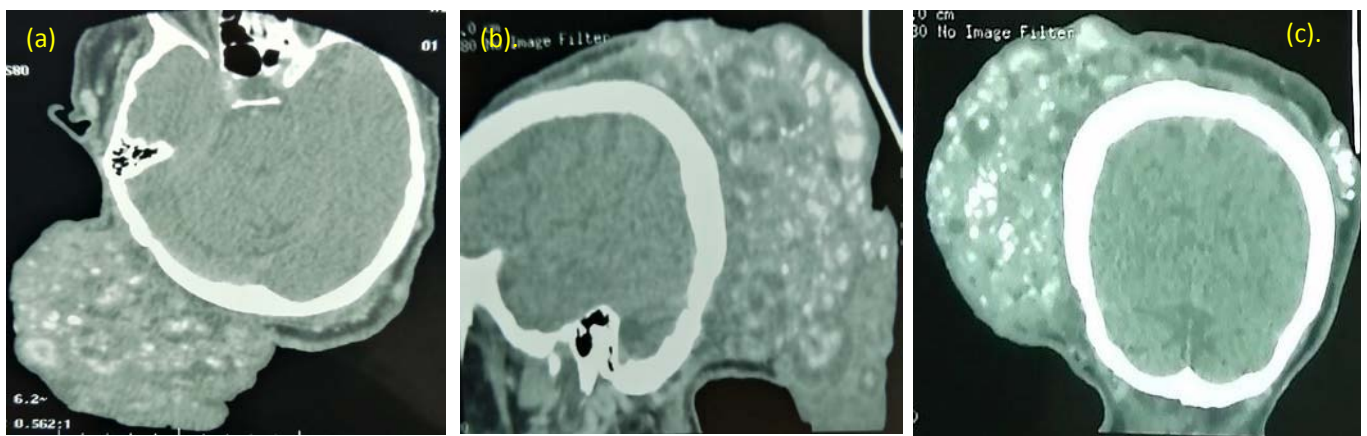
TDM cérébrale en coupe axiale (a), reconstructions sagittale (b) et coronale (c) montrant une grosse masse lobulée dans les tissus sous-cutanés du cuir chevelu pariéto-occipital droit, mesurant 13,5x8x8,5 cm, avec des composantes solido-kystiques à rehaussement périphérique et de multiples zones de macro-calcifications.
